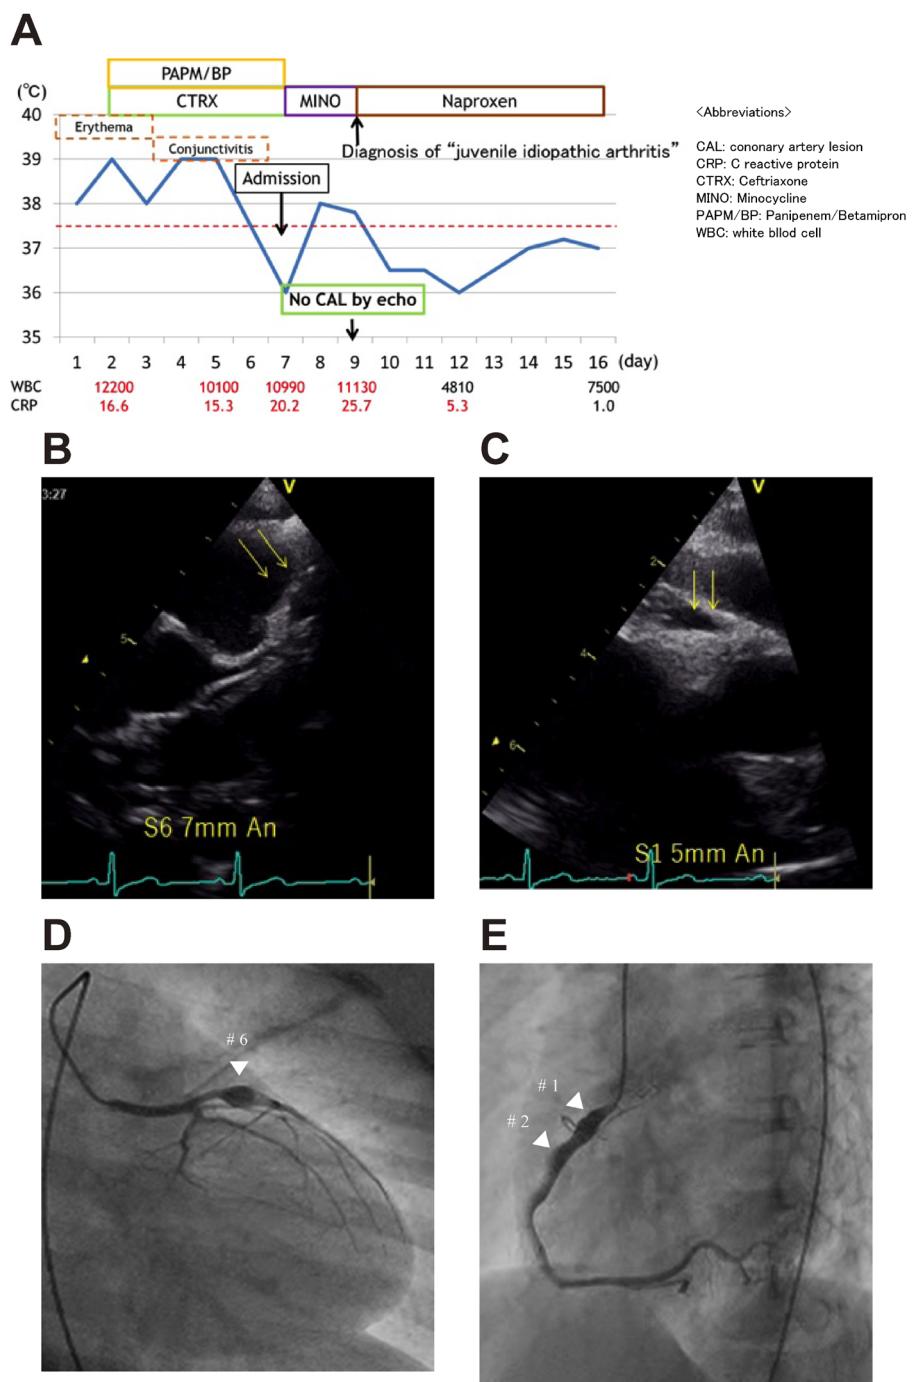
Clinical course and echocardiographic and angiographic findings in Case 2
